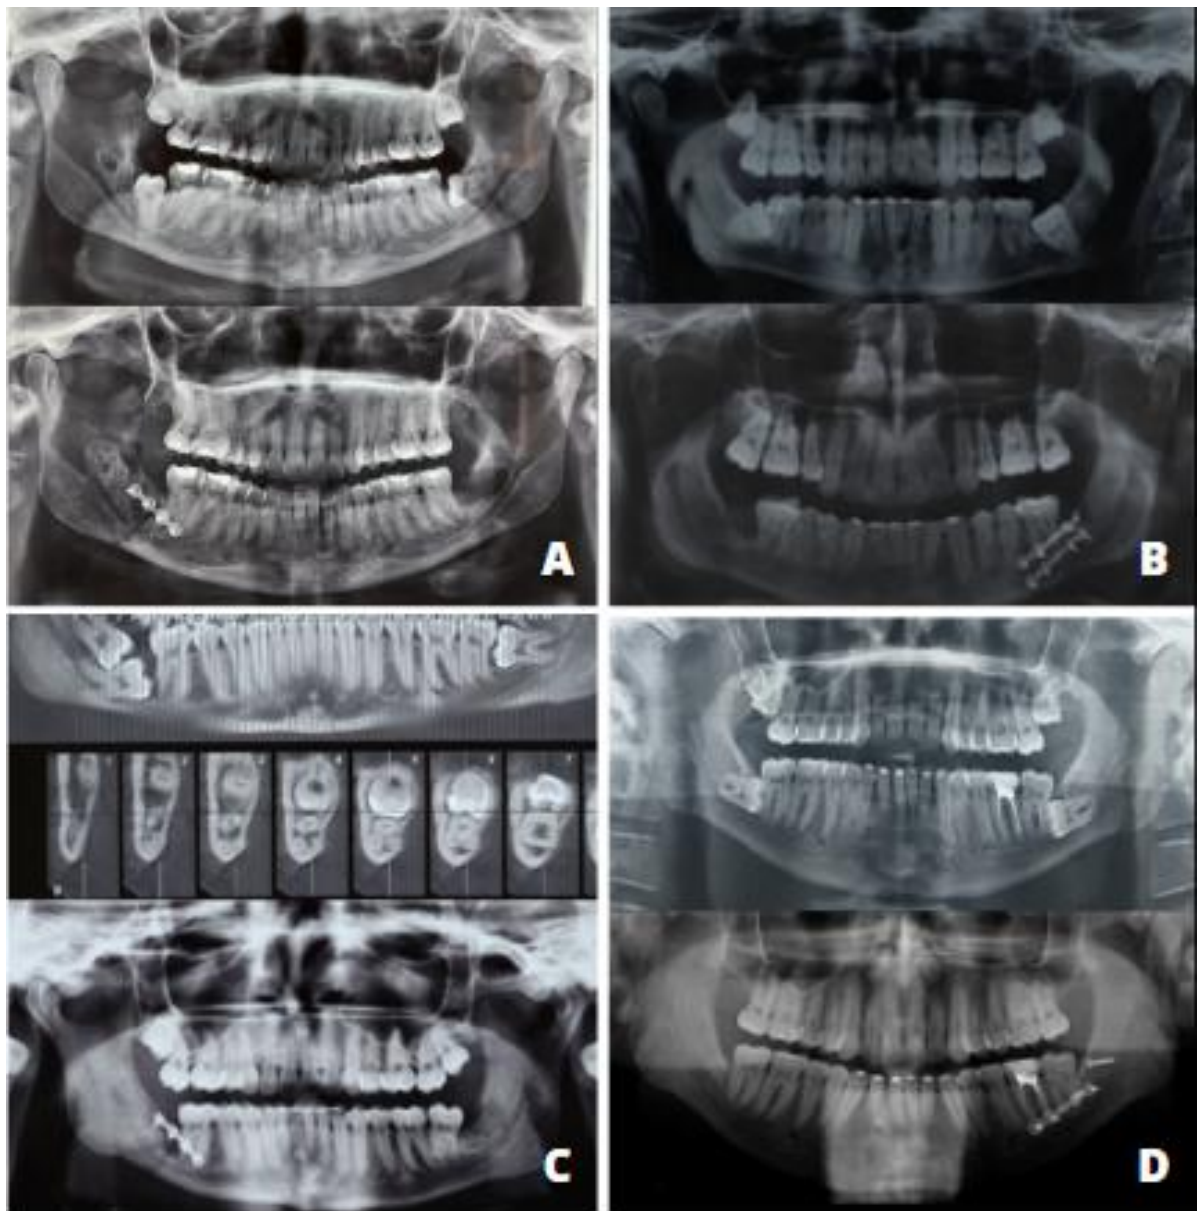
Radiographs before and after surgery.
